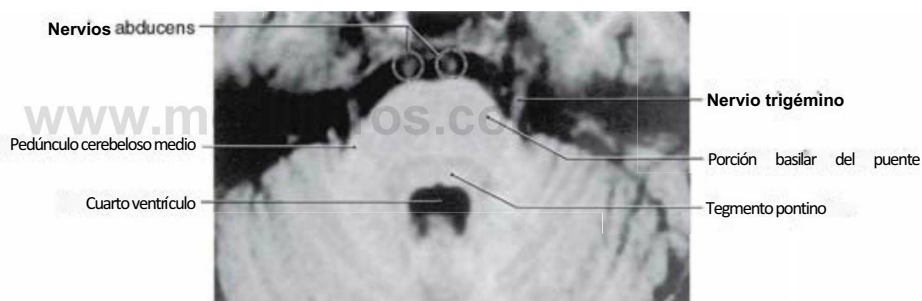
Imagen de resonancia magnética potenciada en T1 del puente que muestra la salida del nervio trigémino y de los nervios abducens (en círculos) en la cisterna prepontina.
